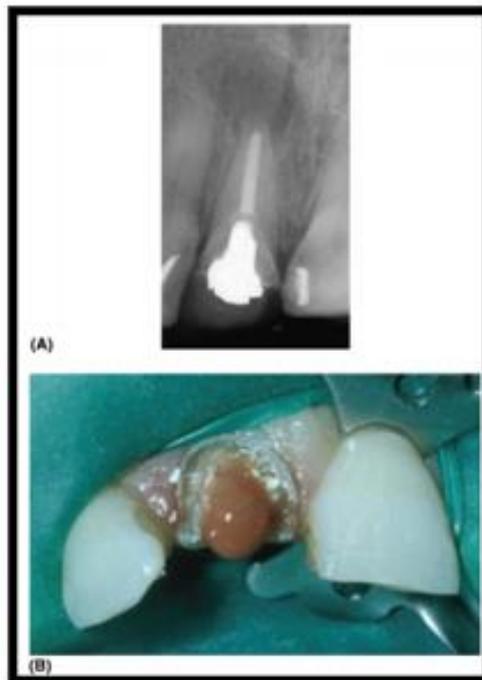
El incisivo central superior derecho tenía un sistema de conductos infectado y un absceso apical agudo secundario como resultado de la fractura de la restauración de la corona. El paciente presentaba extrema sensibilidad a la percusión y presión sobre el diente, así como signos sistémicos de fiebre y malestar. (A) La radiografía periapical preoperatoria mostró un área radiolúcida periapical, un tratamiento radicular previo, un poste corto y una corona. (B) El drenaje se estableció fácilmente a través del conducto una vez que se retiraron la restauración y el material de obturación radicular.
